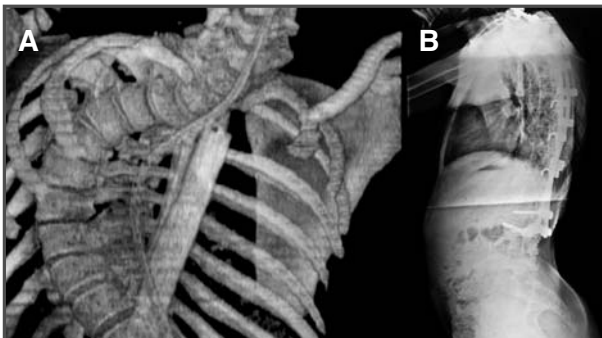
Tomografía computarizada 3D en la que se aprecia integración del injerto anterior de la cuarta costilla vascularizada y peroné homólogo. 2B. Telerradiografía lateral en la que se aprecia la corrección de la cifosis.
